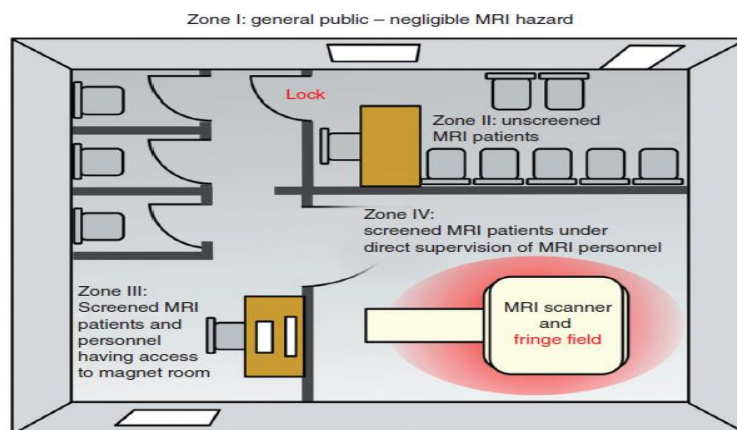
Representação das zonas de segurança dum serviço de RM. Zona I de acesso livre, Zona II restrito a pacientes que serão submetidos ao exame de RM. Zona III de acesso limitado a pacientes e profissionais com acesso ao magneto. Zona IV de acesso exclusivo e controlado ao magneto. Reproduzida de: Westbrook et al., 2019.
